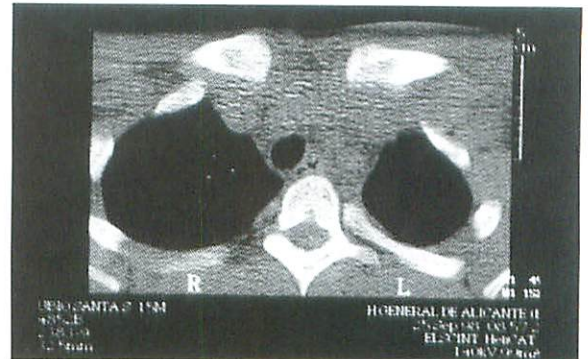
TAC post-reducción que muestra simetría de las articulaciones esternoclaviculares.
